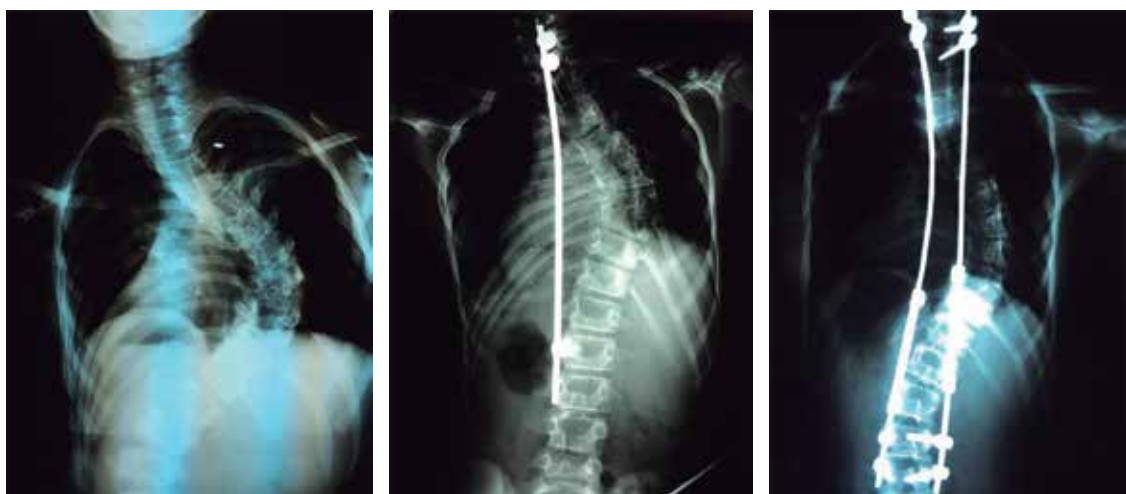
Radiografía anteroposterior de columna, con escoliosis infantil de inicio temprano, tratada con una barra de crecimiento y posterior cambio a un sistema con dos barras de crecimiento y cuatro tornillos transpediculares proximales y distales.
